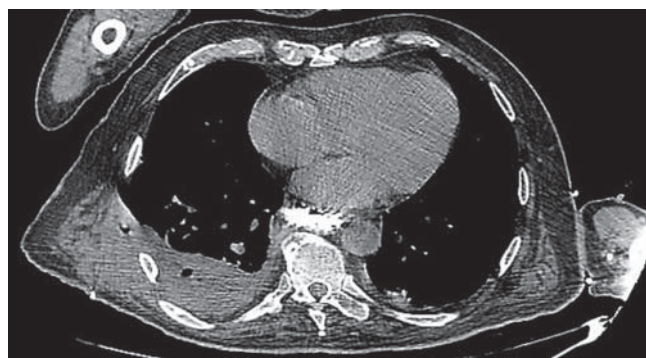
Imagen de tomografía de tórax en proyección axial con ventana de tejidos blandos a nivel de la silueta cardiaca. Se observa en cavidad pleural posterior y derecha, zona heterogénea en densidad con burbujas aisladas que se extiende a través de la pared torácica, condicionando pérdida del plano graso entre la cavidad pleural y la pared del tórax y desplazando lateralmente el *músculo dorsal ancho* (compárese con el lado contralateral). Diagnóstico: empiema necessitatis.
